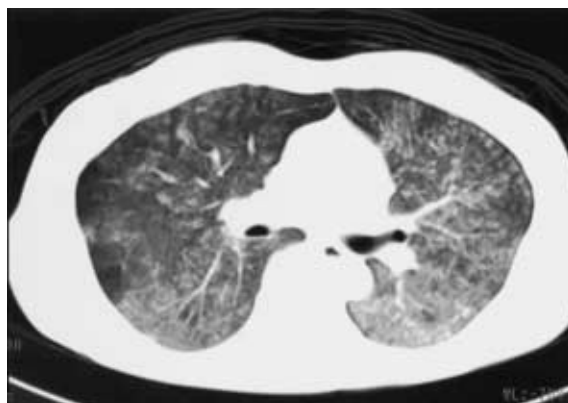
CT scan shows diffuse centrilobular small nodules in both lung fields.
